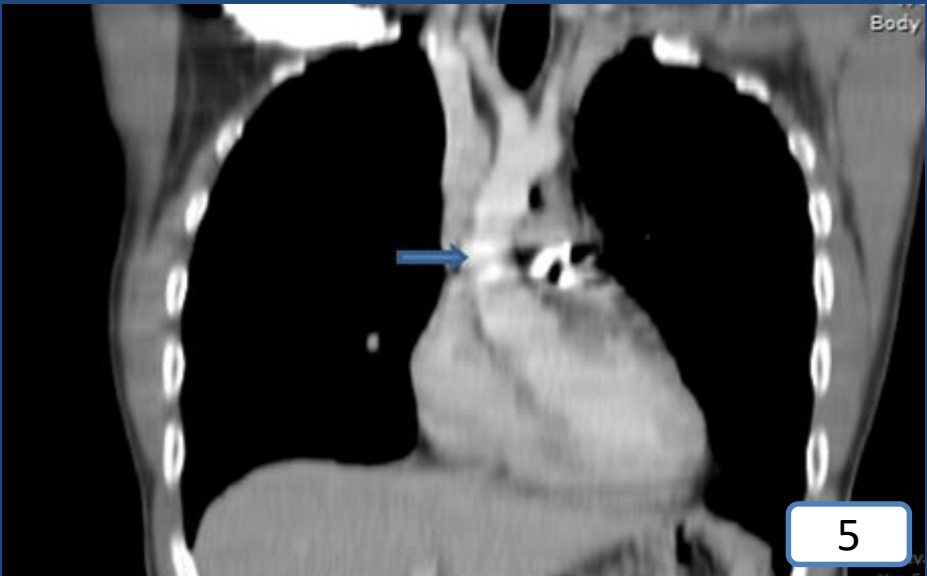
Tomografía Computarizada en un corte coronal, en el cuál se visualiza, el proyectil alojado en mediastino, sin producir lesión de aorta.
